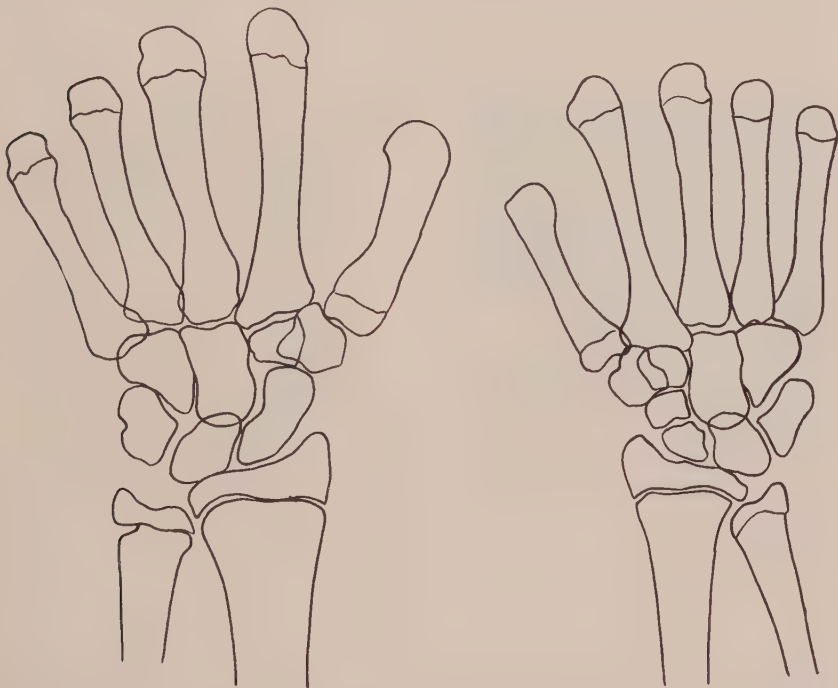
Zurückbleiben des Wachstums einer kindlichen hemiplegischen Hand gegenüber der gesunden. Röntgenpause.
